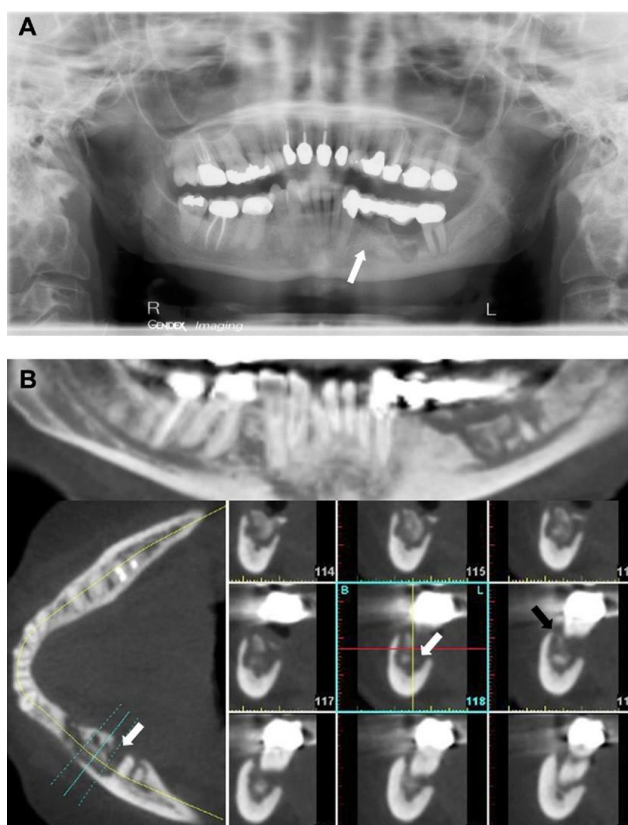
Ortopantomografía y CBCT obtenidas del mismo paciente. (22)
